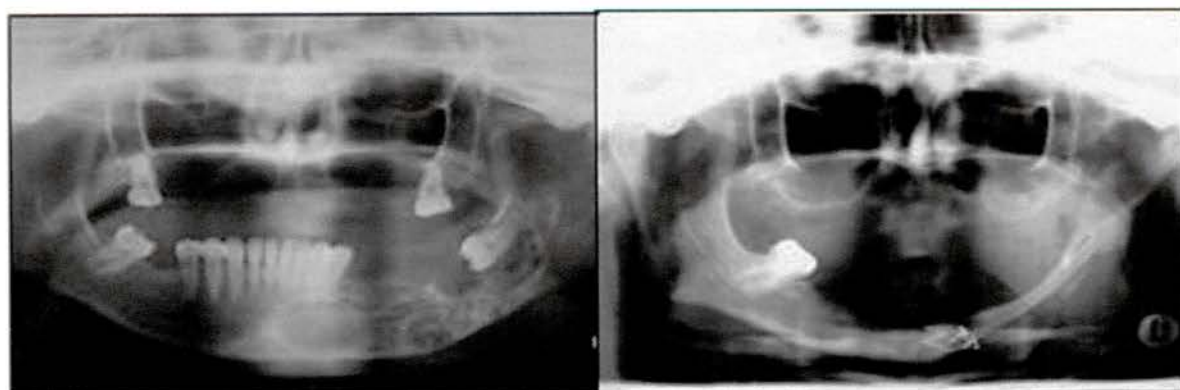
ESS-1 e ESS-2 Radiografia panorâmica evidenciando tumor benigno em mandíbula. Tratamento cirúrgico para ressecção tumoral e posterior enxerto de crista ilíaca.
